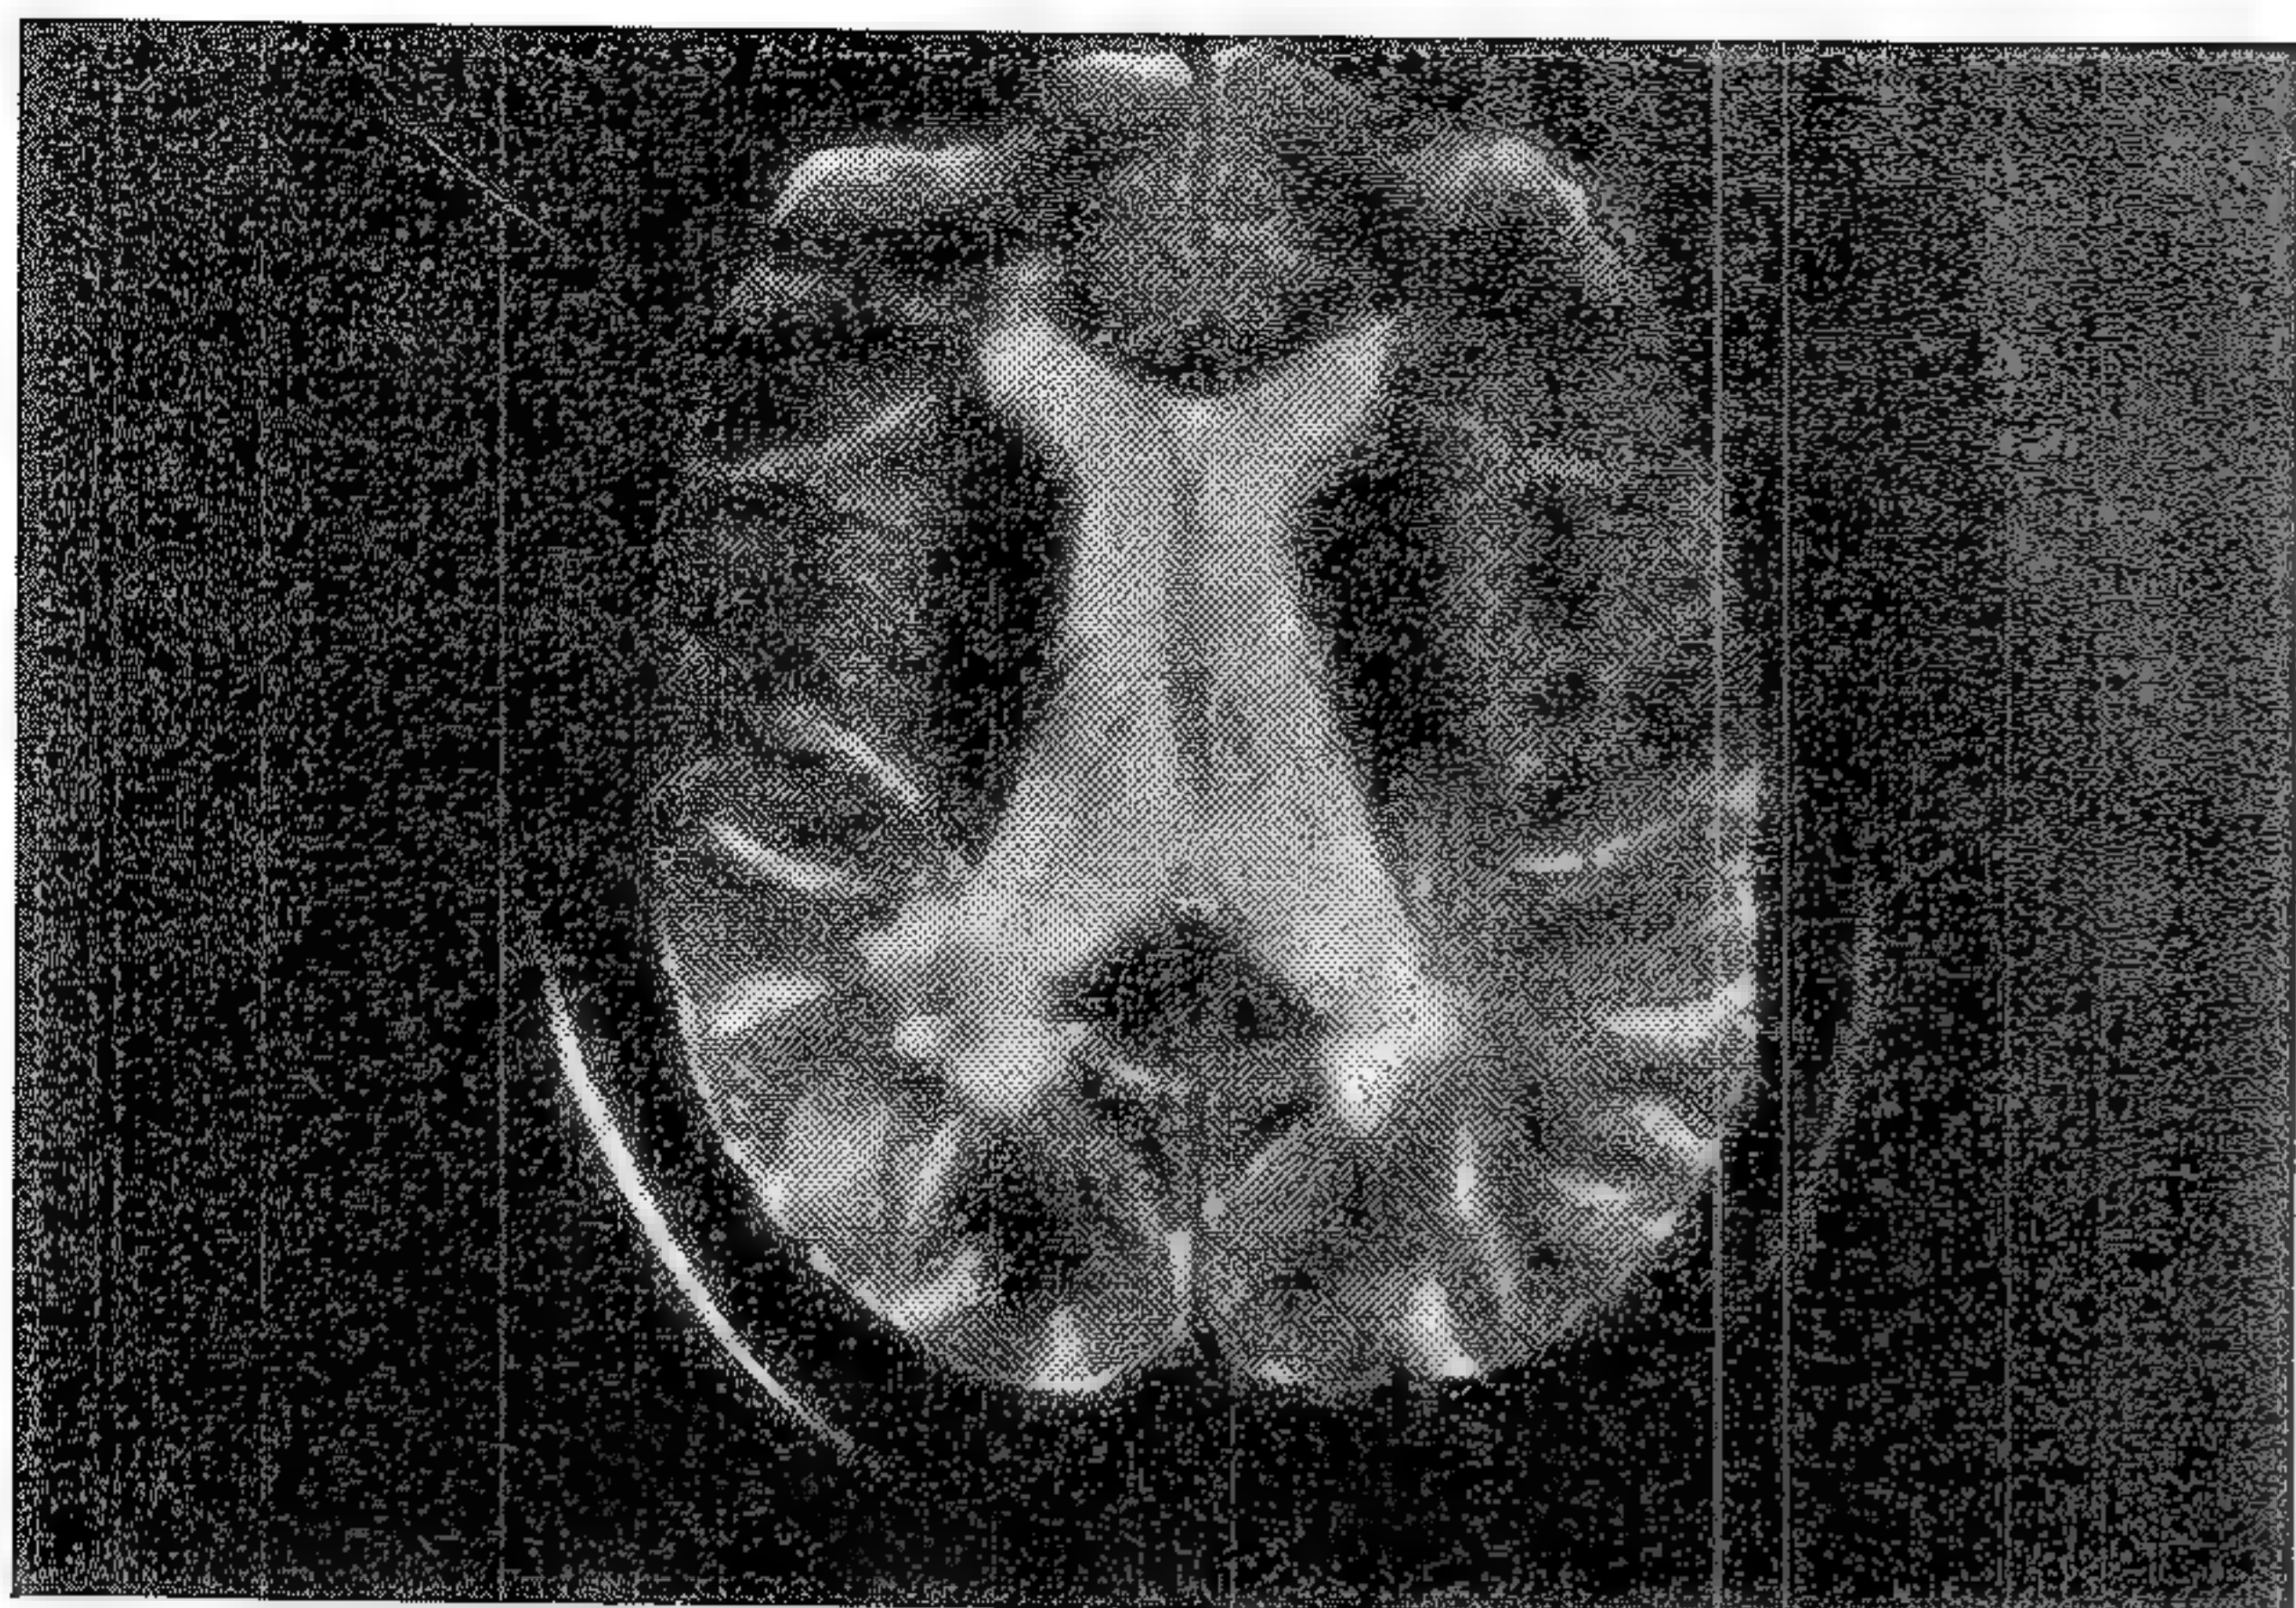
Rezonanță magnetică nucleară la un pacient cu scleroză multiplă. Se văd semnalele anormale ponderate în T-2 din zona periventriculară.
